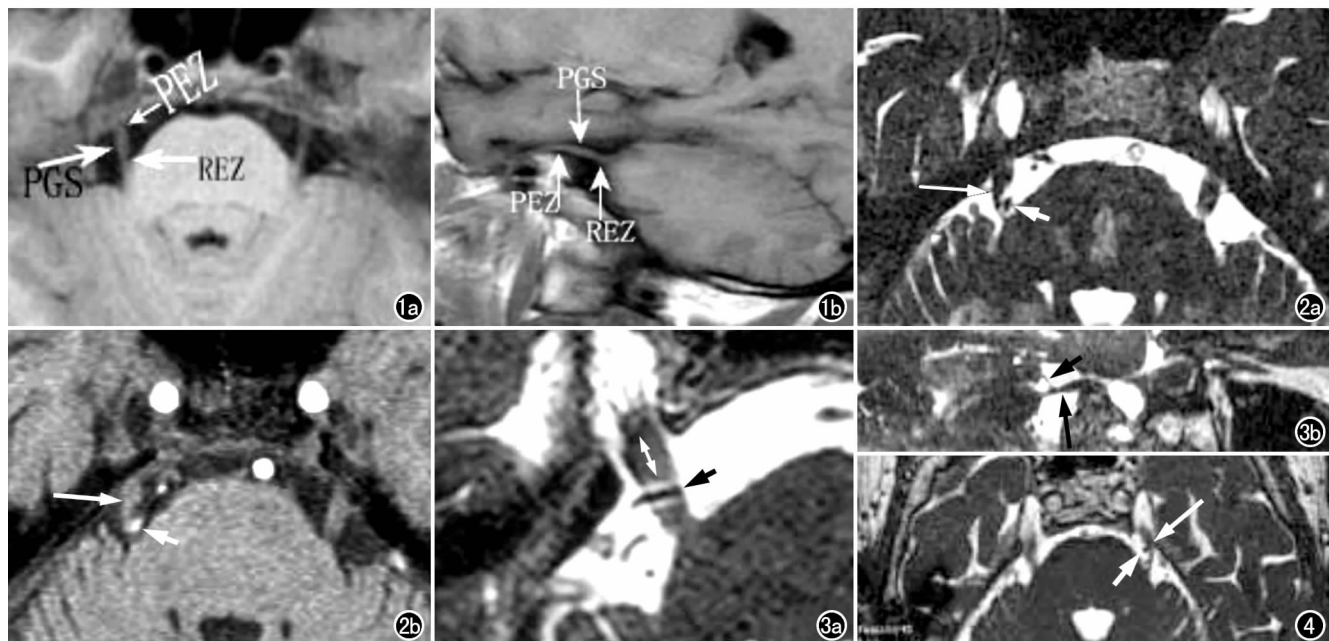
SE 序列扫描显示 REZ、PGS 和 PEZ。a) 轴面; b) 矢状面。图 2 MRI 显示三叉神经(长箭)和血管压迫 REZ 处(短箭)。a) 3D-FSE 序列轴面原始图像; b) 3D-TOF-SPGR 的原始图像。图 3 3D-FSE 序列。a) 轴面原始图像显示血管(短箭)压迫三叉神经(双箭); b) MPR 重建的斜矢状面显示血管(短箭)和三叉神经 PGS 处受压(长箭)。图 4 3D-FSE 序列轴面原始图像显示血管(短箭)和三叉神经 PEZ 处受压(长箭)。
